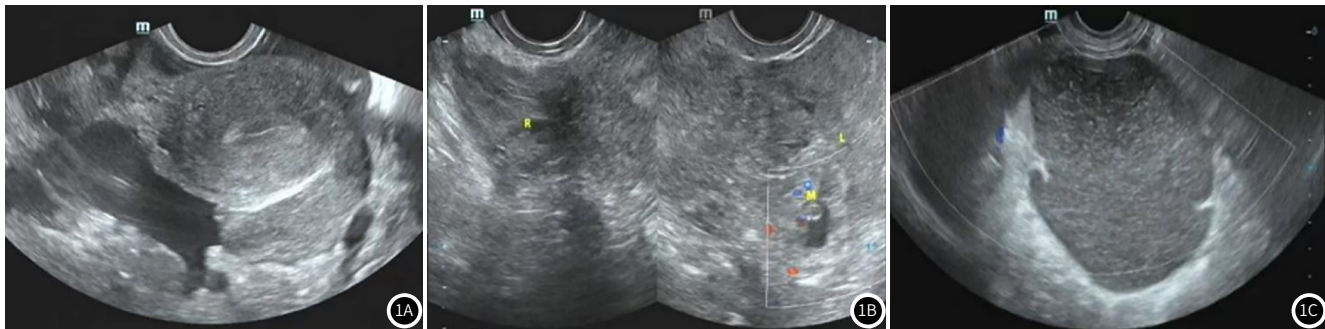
妇科急腹症经阴道超声诊断图。图1A: 急性盆腔炎, 子宫周边积液明显; 图1B: 异位妊娠, 左侧附件区妊娠囊(图右), 右侧卵巢正常(图左); 图1C: 卵巢囊肿蒂扭转, 囊肿右侧隐约见“漩涡征”。
